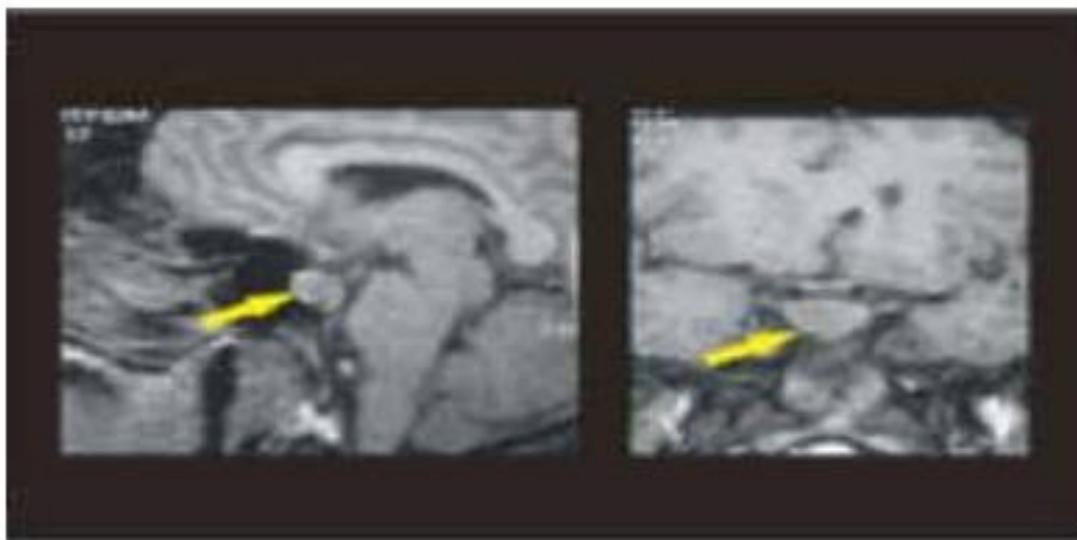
Ressonância nuclear magnética de sela túrsica. Sequência sagital e coronal. Presença de macroadenoma hipofisário representado pelas flechas.
